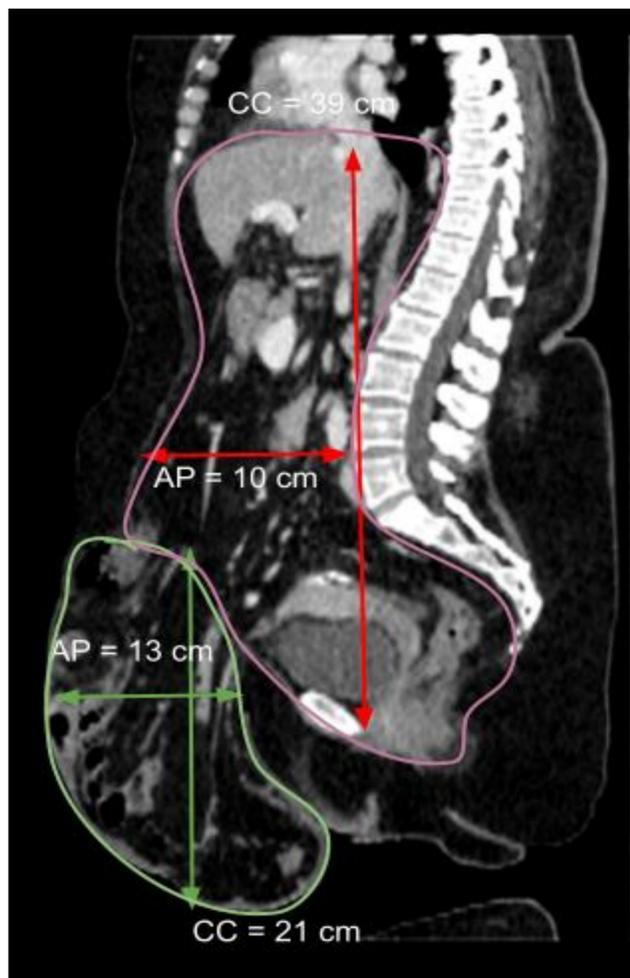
Imágenes de TC abdominal sin contraste en plano sagital (superior izquierda) y axial (superior derecha e inferior). Se muestran los volúmenes de la cavidad abdominal (ACV) en rojo y del saco herniario (HSV) en verde. Existe pérdida de domicilio (LOD).
